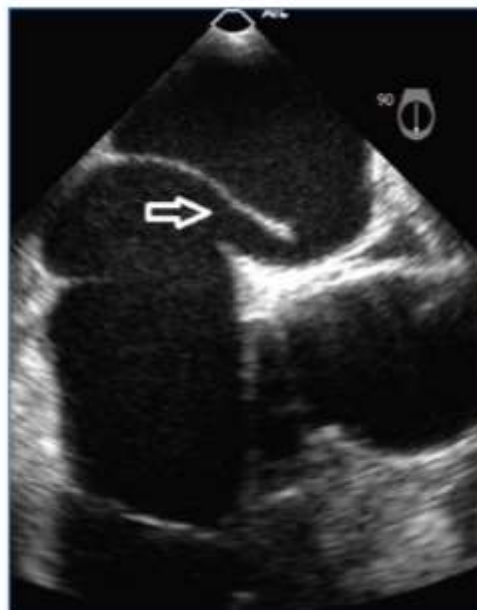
échocardiographie transoesophagienne : foramen ovale perméable (flèche)
